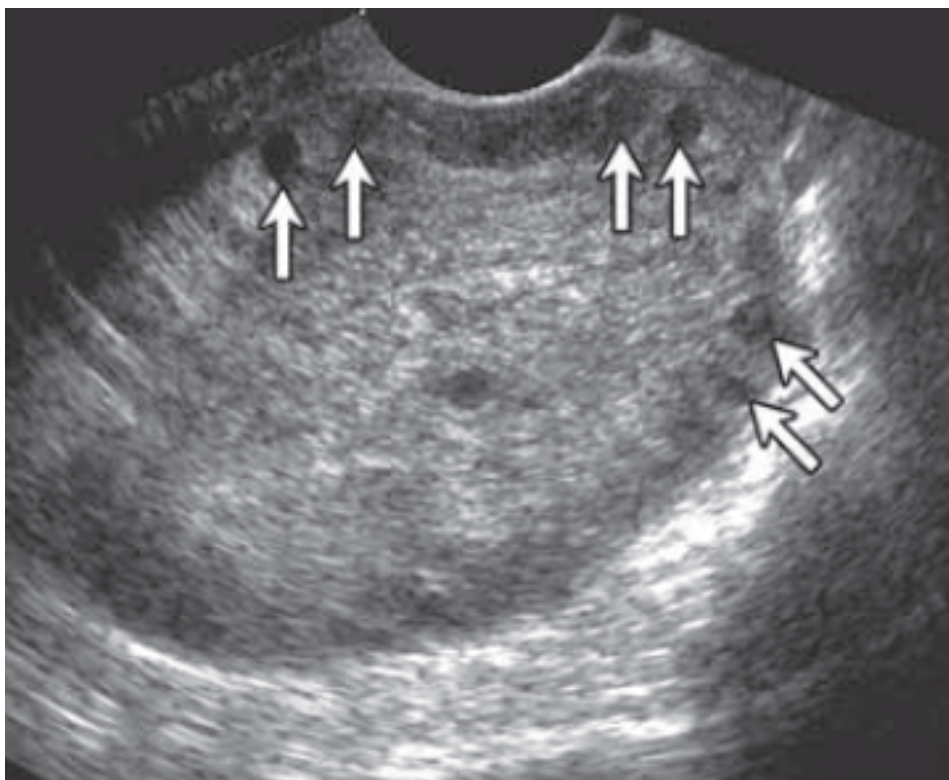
échographie montre un ovaire élargi avec des microkystes [32]
